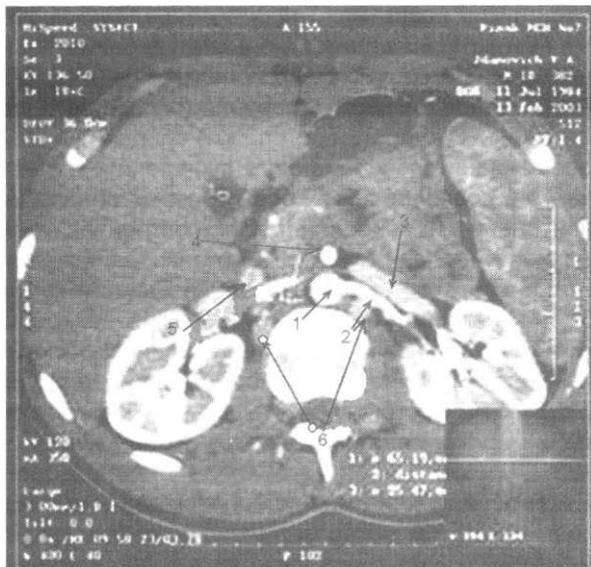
Больной М., 21 год. СКТ-флебография (поперечный срез на уровне L₁). Аплазия НПВ: 1 — аорта; 2 — левая почечная артерия; 3 — левая почечная вена; 4 — верхняя брыжеечная артерия; 5 — тяж, соответствующий НПВ; 6 — восходящие поясничные вены
